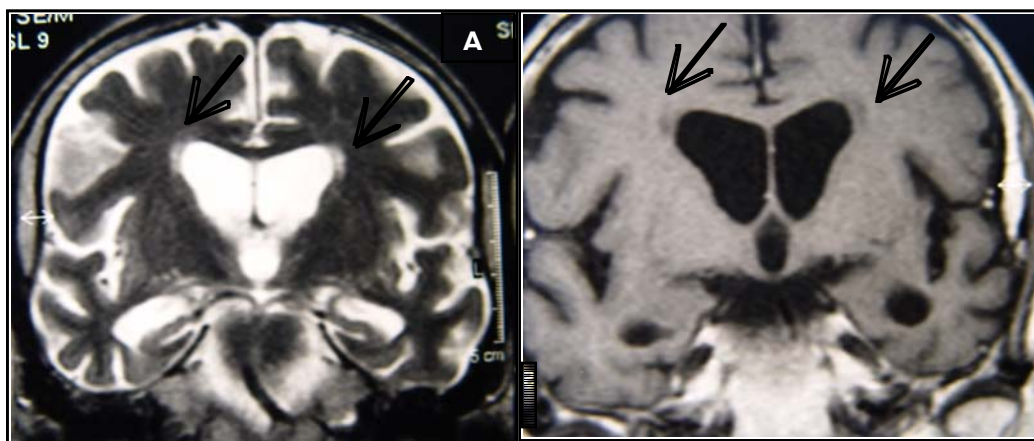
Ressonância magnética cerebral - cortes coronais nas ponderações T1 (A) e T2 (B) de um doente com neurosífilis. As setas indicam áreas de enfarte lacunar.
